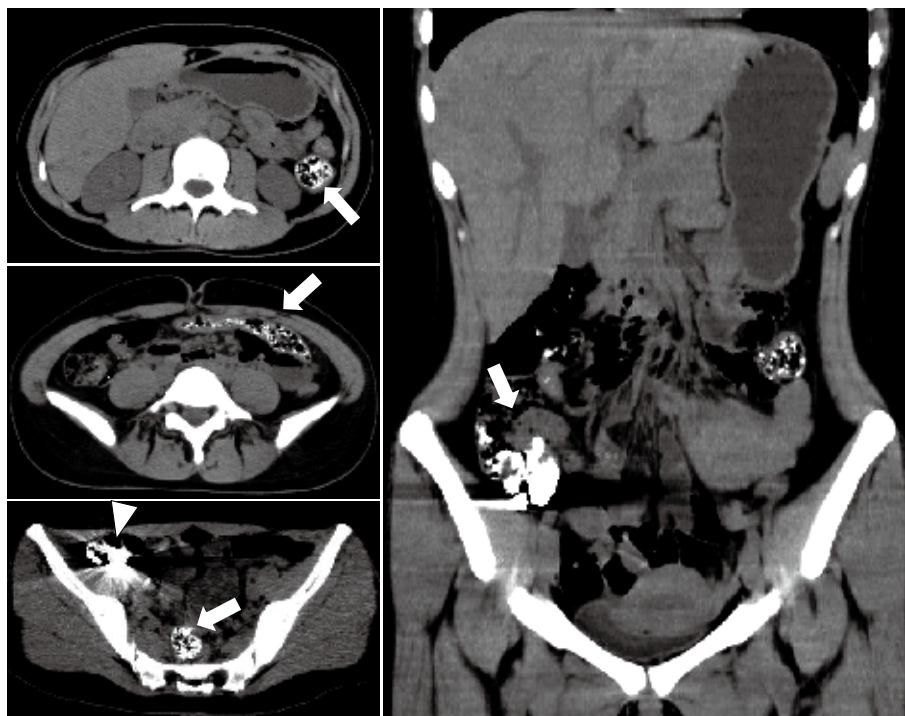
CT findings of the abdominal-pelvic region on admission
